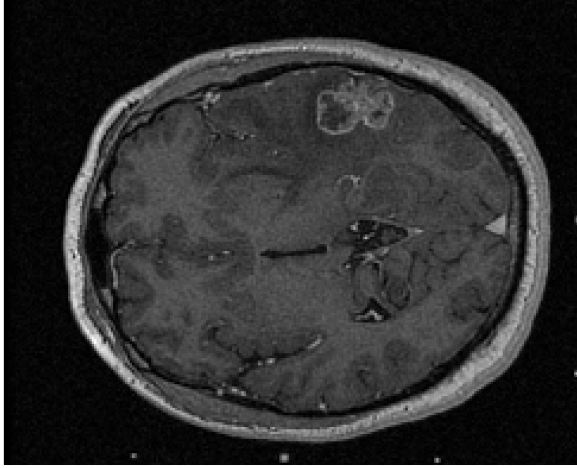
Иллюстрация среза МРТ изображения мозга
